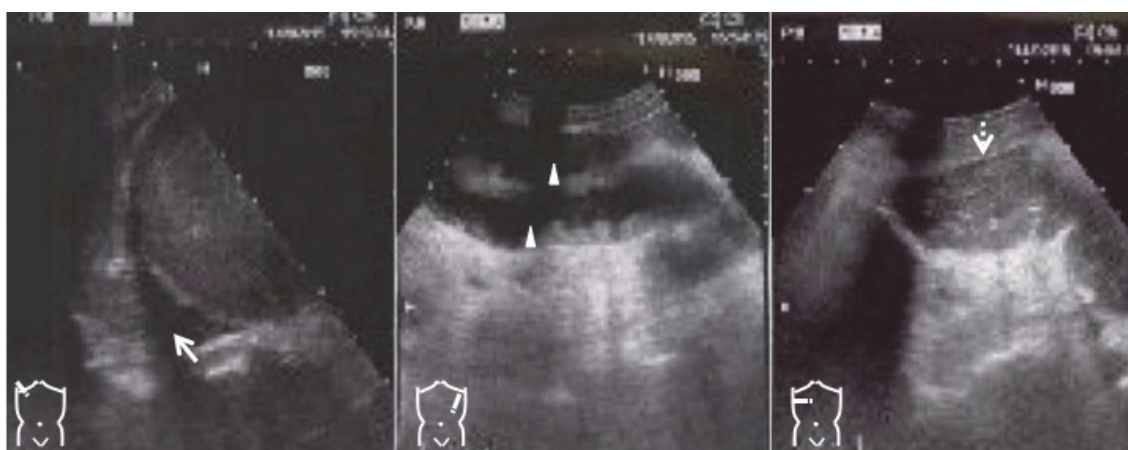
Sonographic abdominal scan after cardiopulmonary arrest. Sonographic abdominal scan revealed ascites (arrow), dilated fluid-filled small bowel (arrow head), and colon (dotted arrow)
